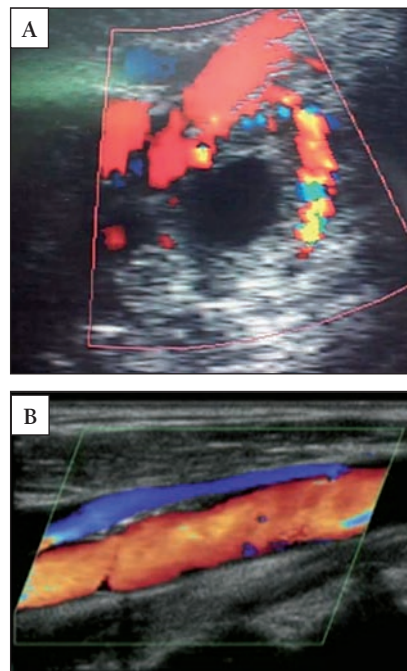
3B: Ecografía Doppler
